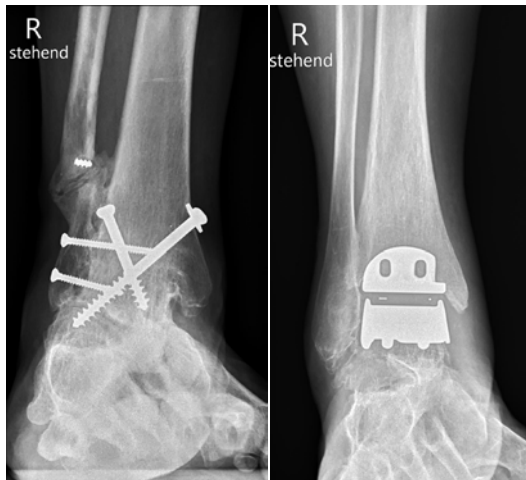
Röntgenbild nach Arthrodese (10 Jahre, links) und Prothese (rechts) des OSG
